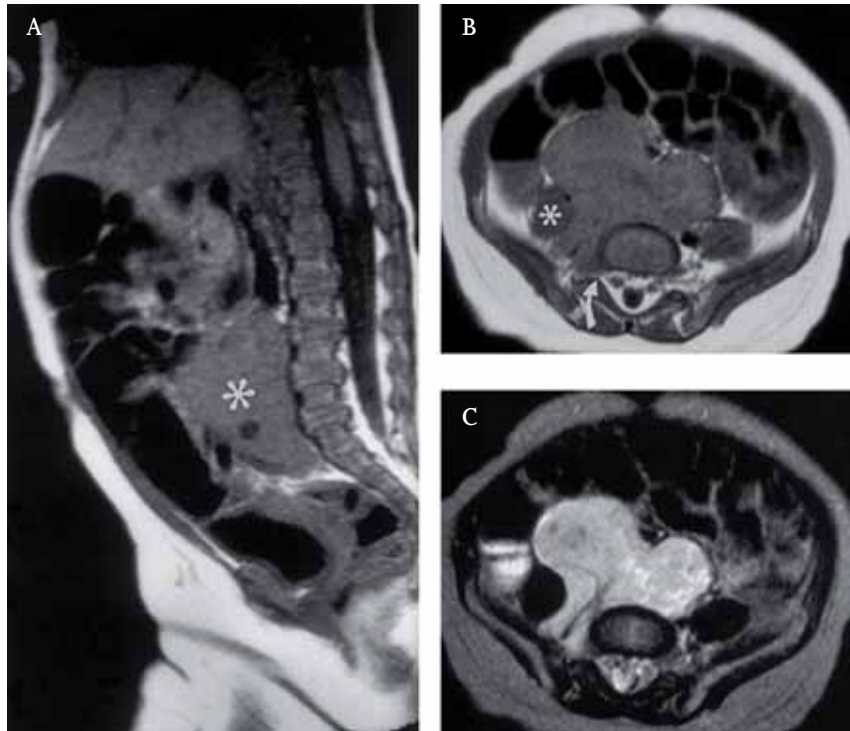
A) RMN sagital del abdomen mostrando una masa anterior a la columna lumbar. B) Corte axial en T1 que muestra una masa que crece entre el músculo psoas dcho. y la columna. C) Corte axial en T2 del mismo nivel, mostrando una masa con señal de alta intensidad.
